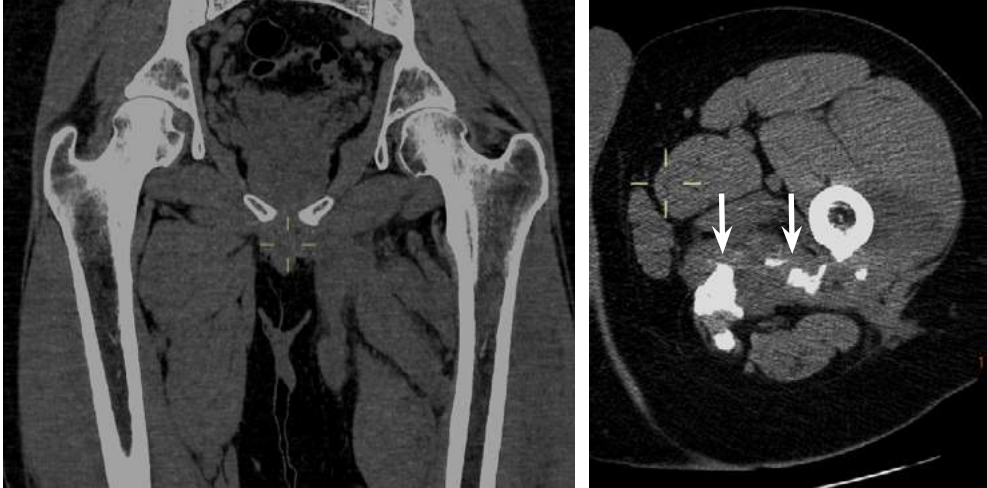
La TC permite una evaluación más precisa de las estructuras óseas y partes blandas que la radiografía convencional, incluso sin administración de contraste intravenoso. *Izquierda:* reconstrucción coronal en la que se puede observar la anatomía de la cintura pélvica y musculatura proximal del muslo. *Derecha:* se observan calcificaciones groseras en la musculatura aductora del muslo izquierdo relacionadas con una miositis osificante (flechas blancas).
